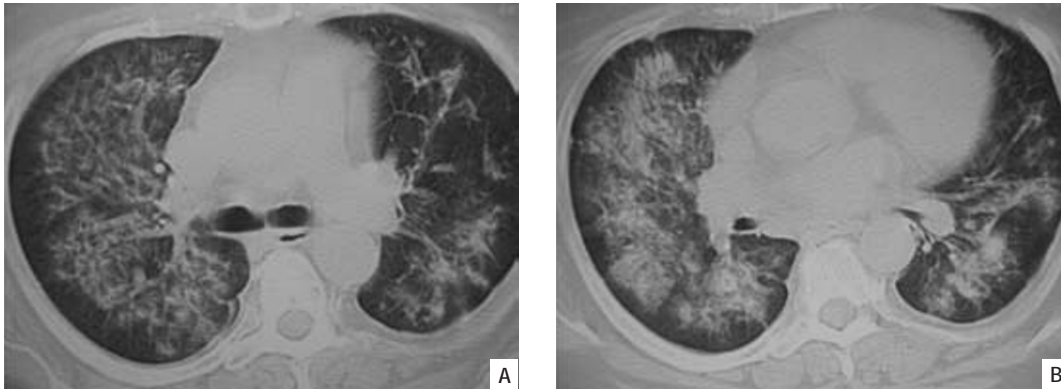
(A e B) – Cortes de TC do tórax sagittais de um doente, seguido na nossa consulta, onde se observa um envolvimento extenso e bilateral
